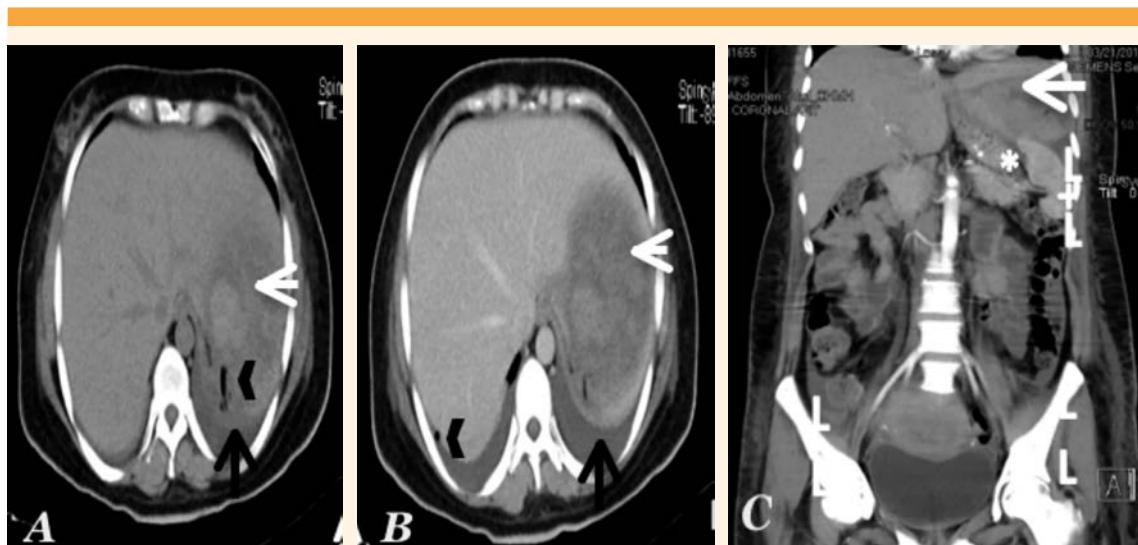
Tomografía corte axial en fase simple (A) y venosa (B): Hematoma subcapsular (flecha blanca) en el lóbulo hepático de aproximadamente 10 x 9 x 4 cm. Aire libre intraabdominal por antecedente quirúrgico (punta de flecha). Derrame pleural bilateral (flecha negra). Tomografía coronal de abdomen (C): Hematoma subcapsular (flecha blanca) en el lóbulo izquierdo que desplaza el estómago (*) y bazo (+) en sentido caudal. Líquido libre (II) periesplénico y en ambas correderas parietocólicas.
